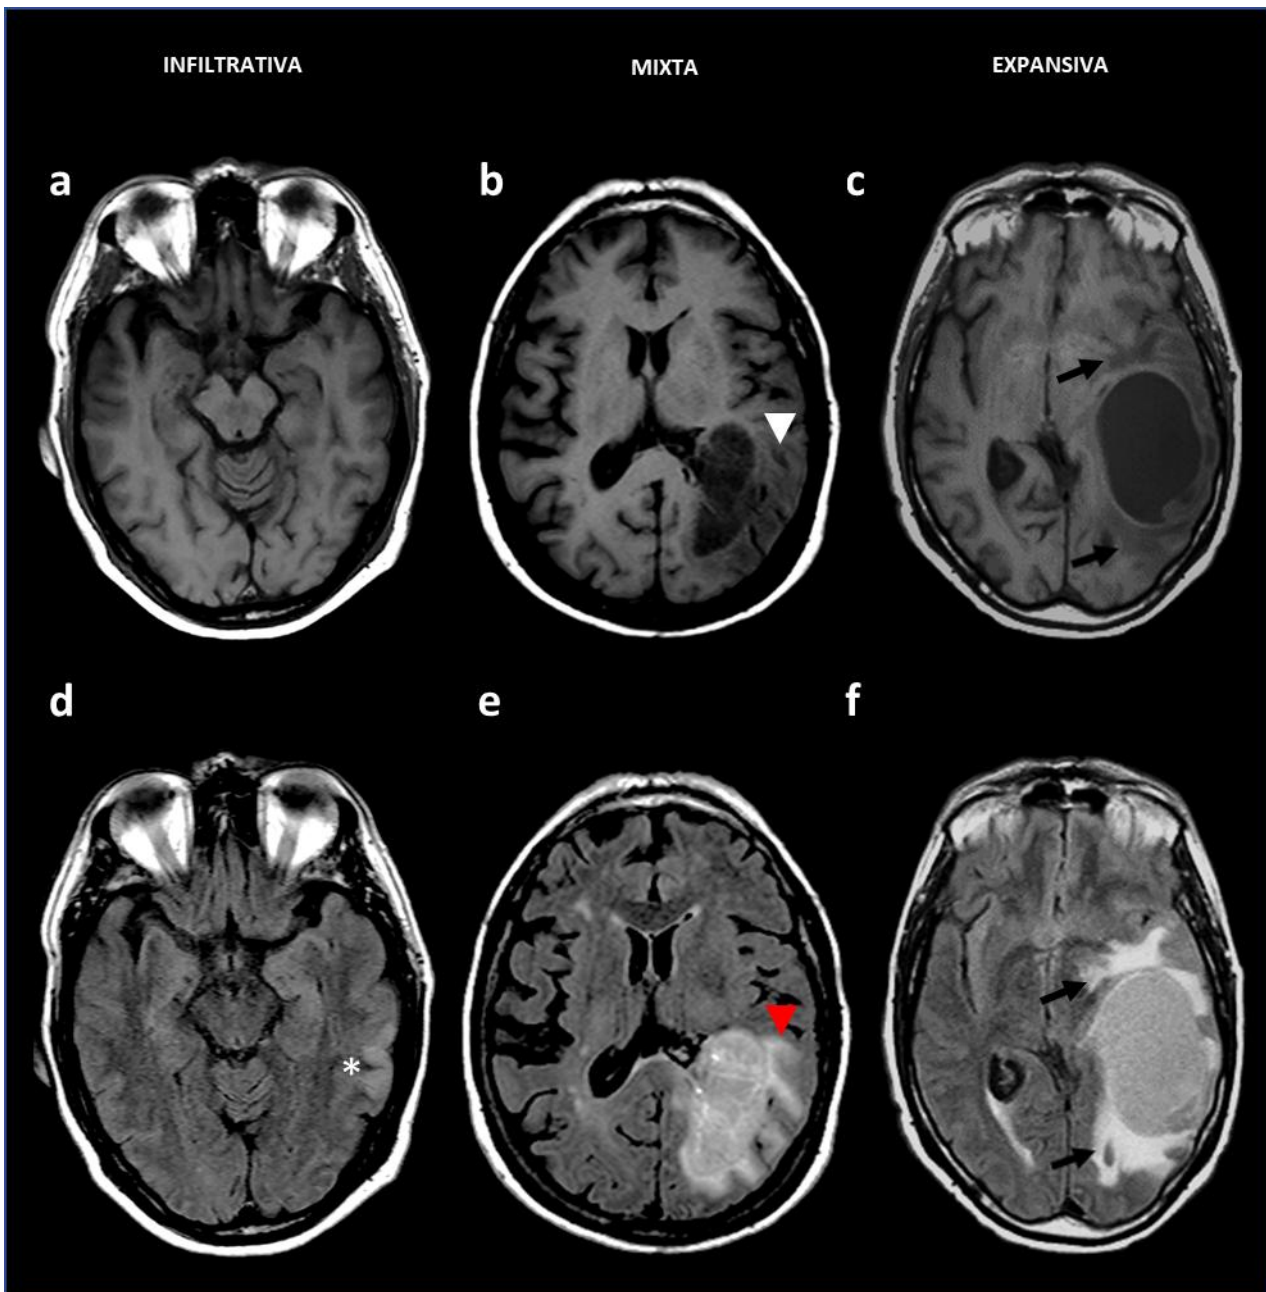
Relació FLAIR/T1 per a definir el patró de creixement lesional. (a,b,c) Seqüències potenciades en T1, (d,e,f) seqüències potenciades FLAIR. La lesió infiltrativa no mostra alteració de senyal significativa en T1, però sí hiperintensitat de senyal en FLAIR (asterisc). La lesió mixta presenta un focus d'hipointensitat en T1 (cap de fletxa blanca), de menor extensió que l'àrea d'hiperintensitat en FLAIR (cap de fletxa vermella). La lesió amb patró expansiu mostra una àrea de hipointensitat en T1, similar a l'extensió que la hiperintensitat present en FLAIR (fletxes negres) (*Elaboració pròpia*).
